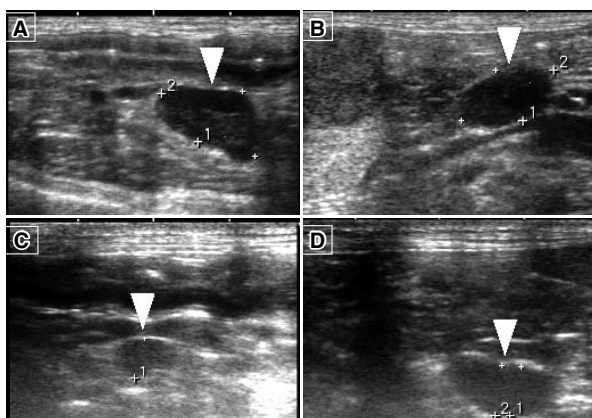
両側副腎超音波検査像及び経過（矢頭：副腎）
